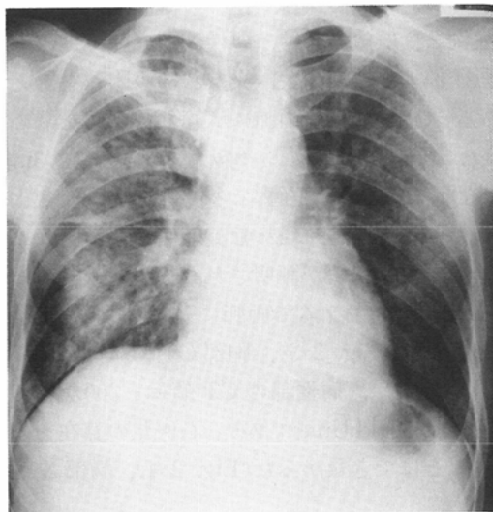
Case 2, chest roentgenogram.
